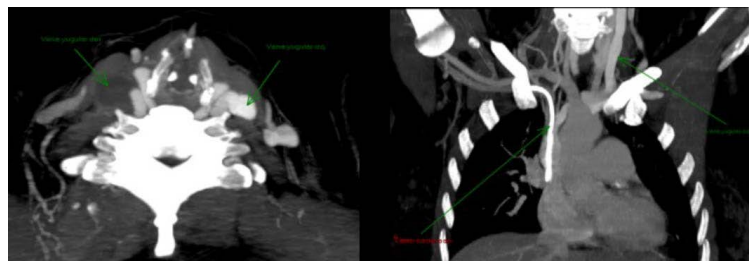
Angiotomografía. Femenino con trombosis de vena yugular interna y catéter subclavio derechos.
